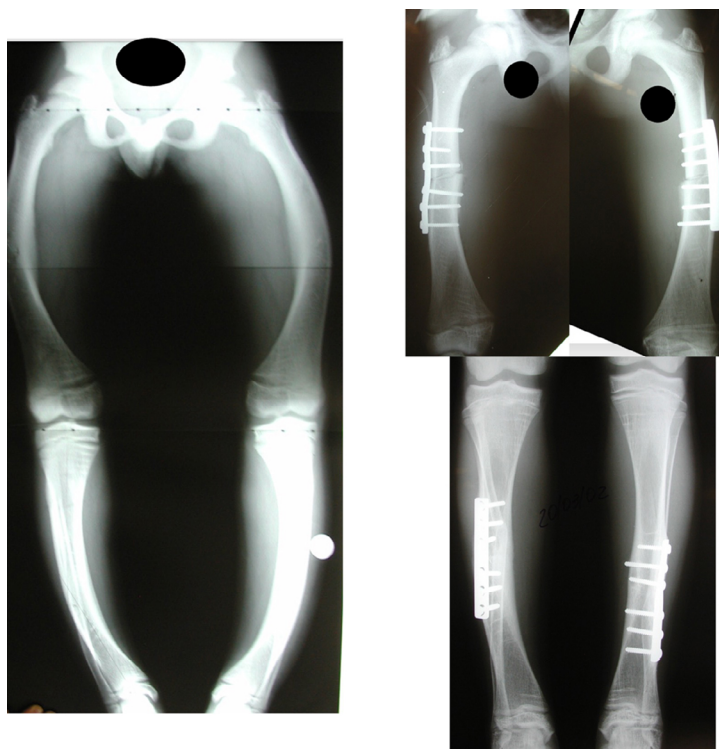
Radiografias de paciente com raquitismo hipofosfatêmico após tratamento cirúrgico, com osteotomias e fixação com placas e parafusos. Fonte: arquivo pessoal da autora.
